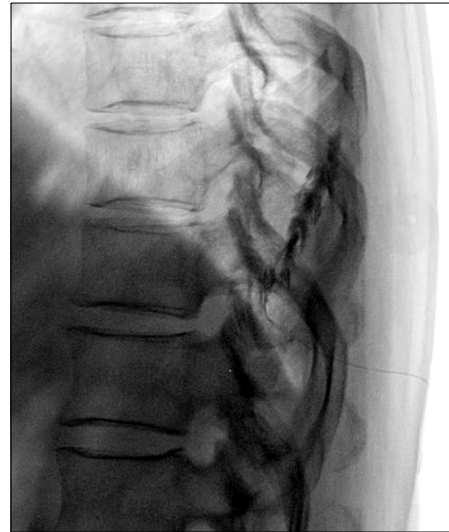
Radiograph with dye shows that the epidural catheter was placed in the extra-epidural space, presuming paravertebral space. The epidural catheter may be threaded through the intervertebral foramen and consequently the radiopaque dye spread into the extra-epidural space.
